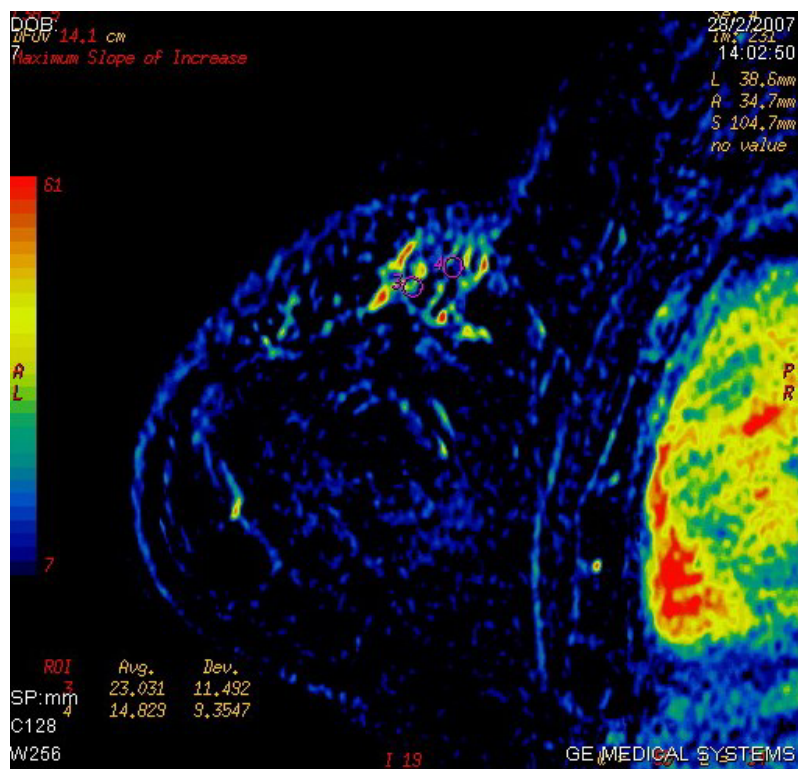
RM mostrando áreas não massa de captação de contraste
